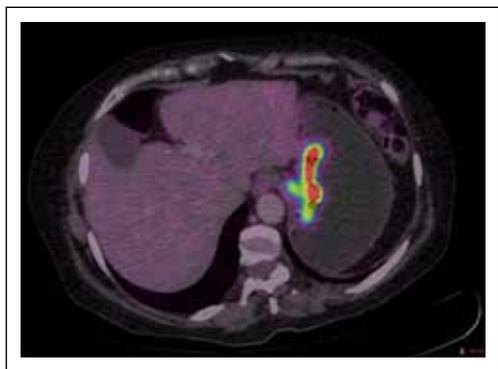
Estudio de PET CT con f18 FDG que muestra lesión hipermetabólica en curvatura menor del estómago cerca de la unión gastroesofágica.
